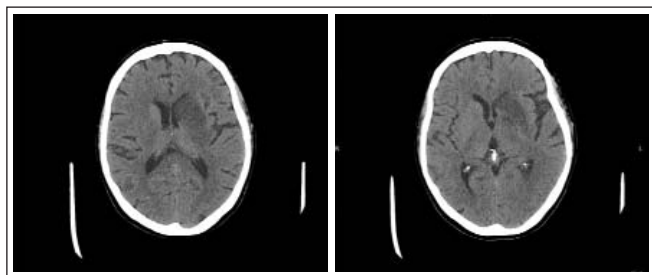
Контрольная КТ головного мозга пациентки Р. через 24 ч после ТЭ. Выявляются увеличение зоны ишемии в области базальных ядер левого полушария, единичный очаг геморрагического включения
